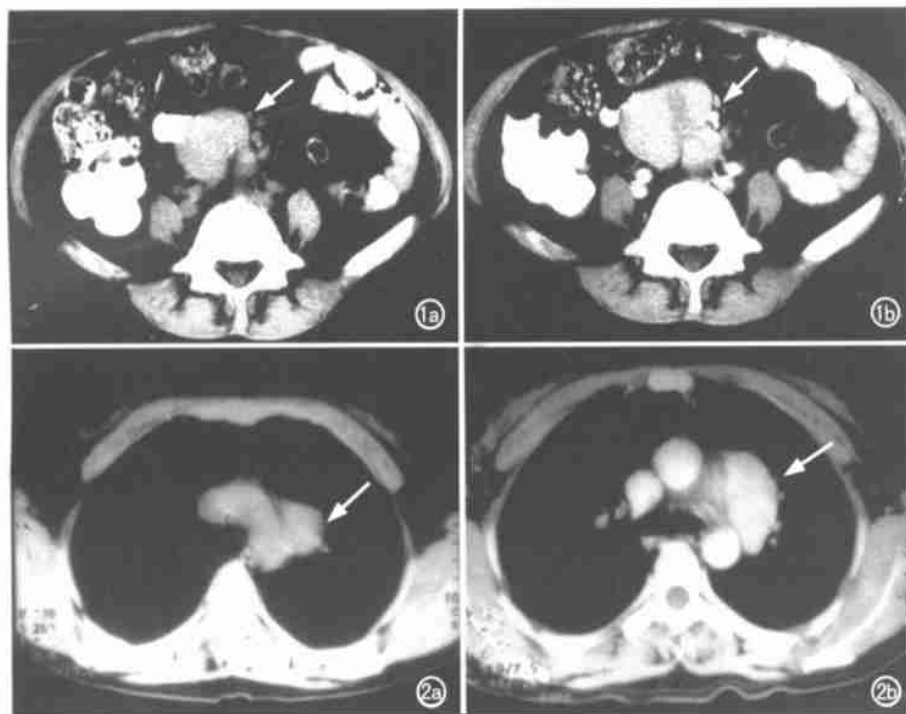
肠系膜根部一孤立肿块。a) CT平扫肿块位于腹主动脉旁,其内可见钙化(箭); b) 病灶在增强早期明显强化,密度不均,密度低,紧邻肠系膜动静脉(箭)。
